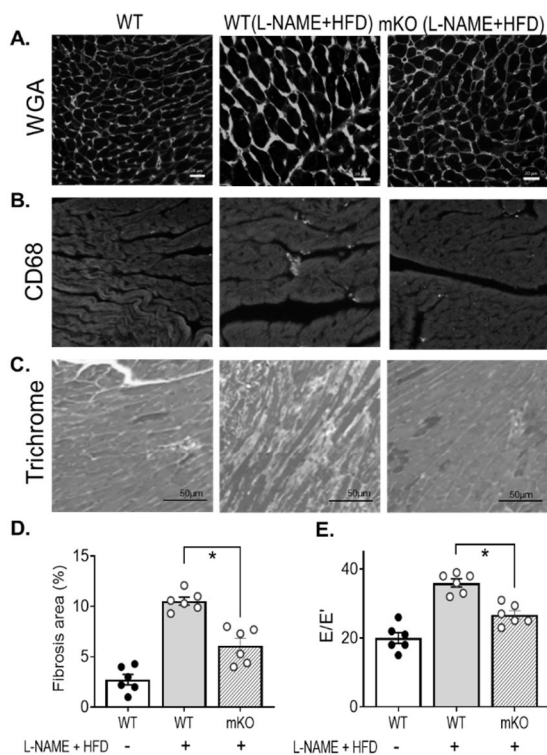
CaMK $\delta$ KO (mKO) におけるHFpEF (L-NAME+HFD 心負荷) の進行抑制 A. WGAによる心筋径測定 B. CD68陽性細胞の心筋組織集積 C. Masson-Trichromeによる心筋組織線維化評価 D. 心負荷15週時点での線維化比較 E. 心エコーによる拡張能 (E/E') HFD: High Fat Diet \*P<0.05
